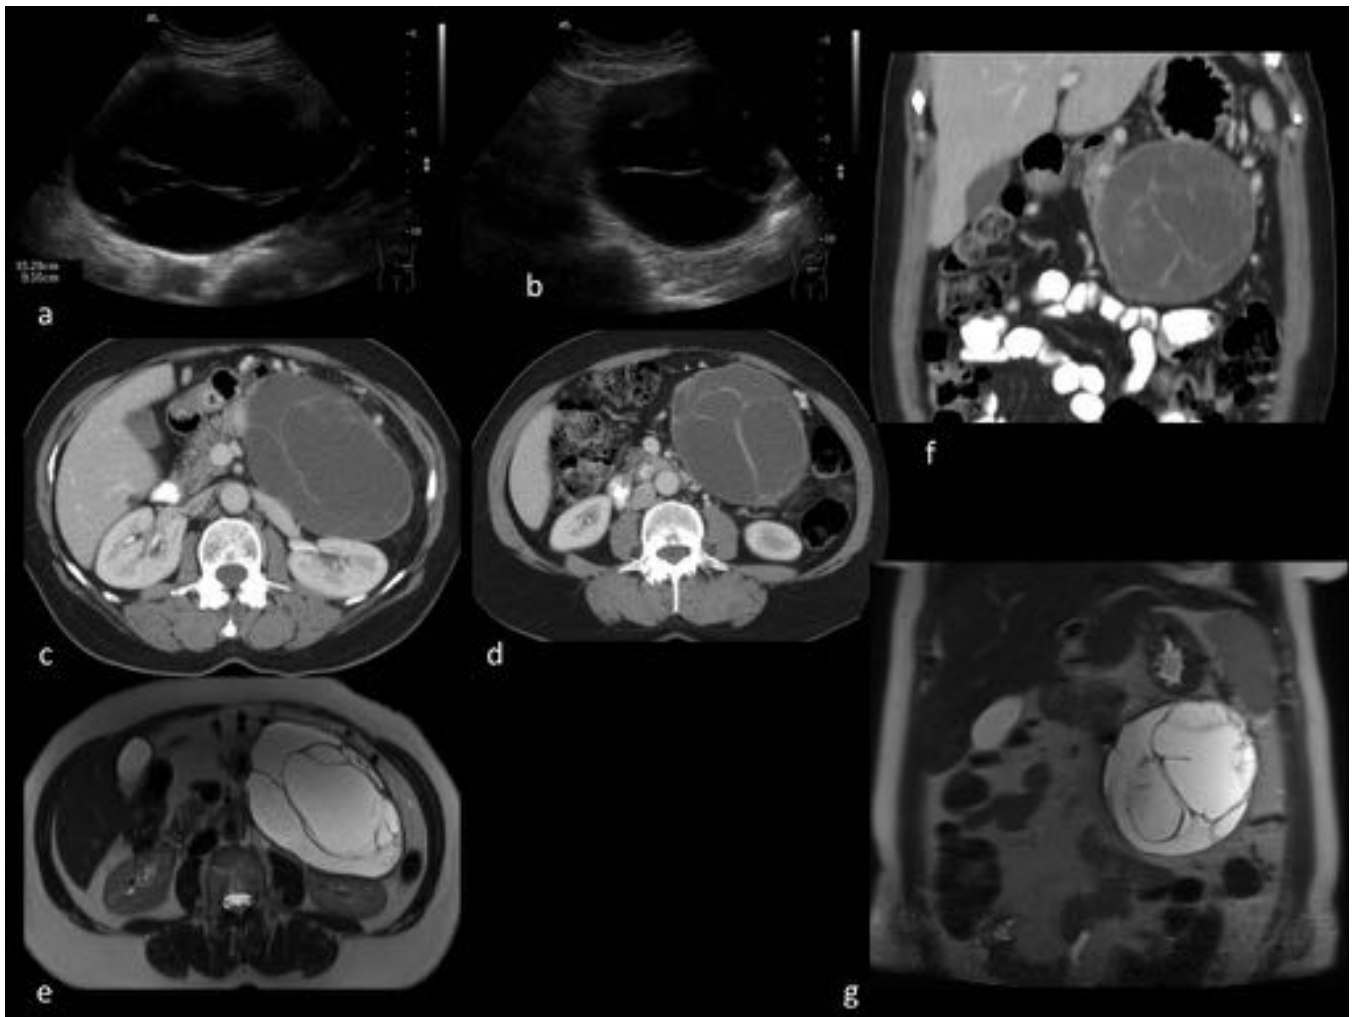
Mujer 45 años. Lesión quística (oligoquística) de gran tamaño, en cola pancreática, con tabiques que realzan, en relación con neoplasia mucinosa. a b. Ecografía. c d. CT civ axiales. f. CT civ coronal. e. T2 axial. g. T2 coronal.
